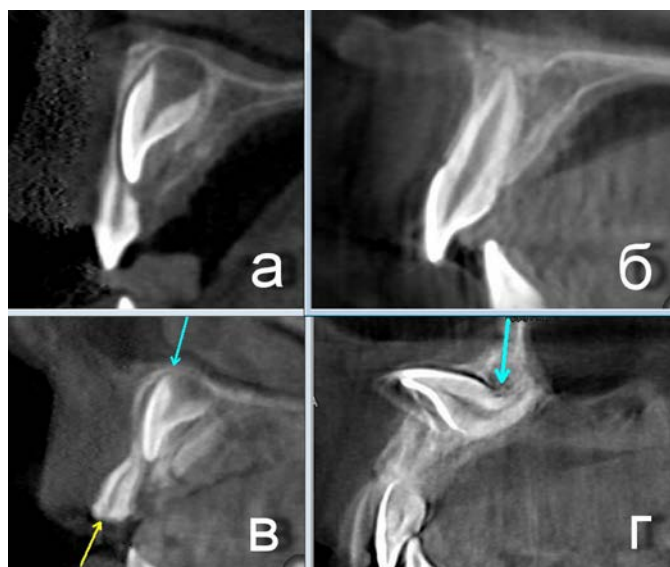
КТ-визуализация зуба 21, сагиттальный реформат: а — положение молочного резца относительно зачатка постоянного в норме (пациент А., 5 лет); б — зуб 21 после завершения дентиногенеза в норме (пациент Б., 12 лет); в — состояние после острой травмы молочного резца; желтая стрелка указывает направление удара, голубая — место повреждения зоны роста (пациент В., 4 года); г — состояние через 8 лет после травмы молочного резца — ретенция, радикулярная дилацерация зуба 21 (пациент Г., 12 лет)
